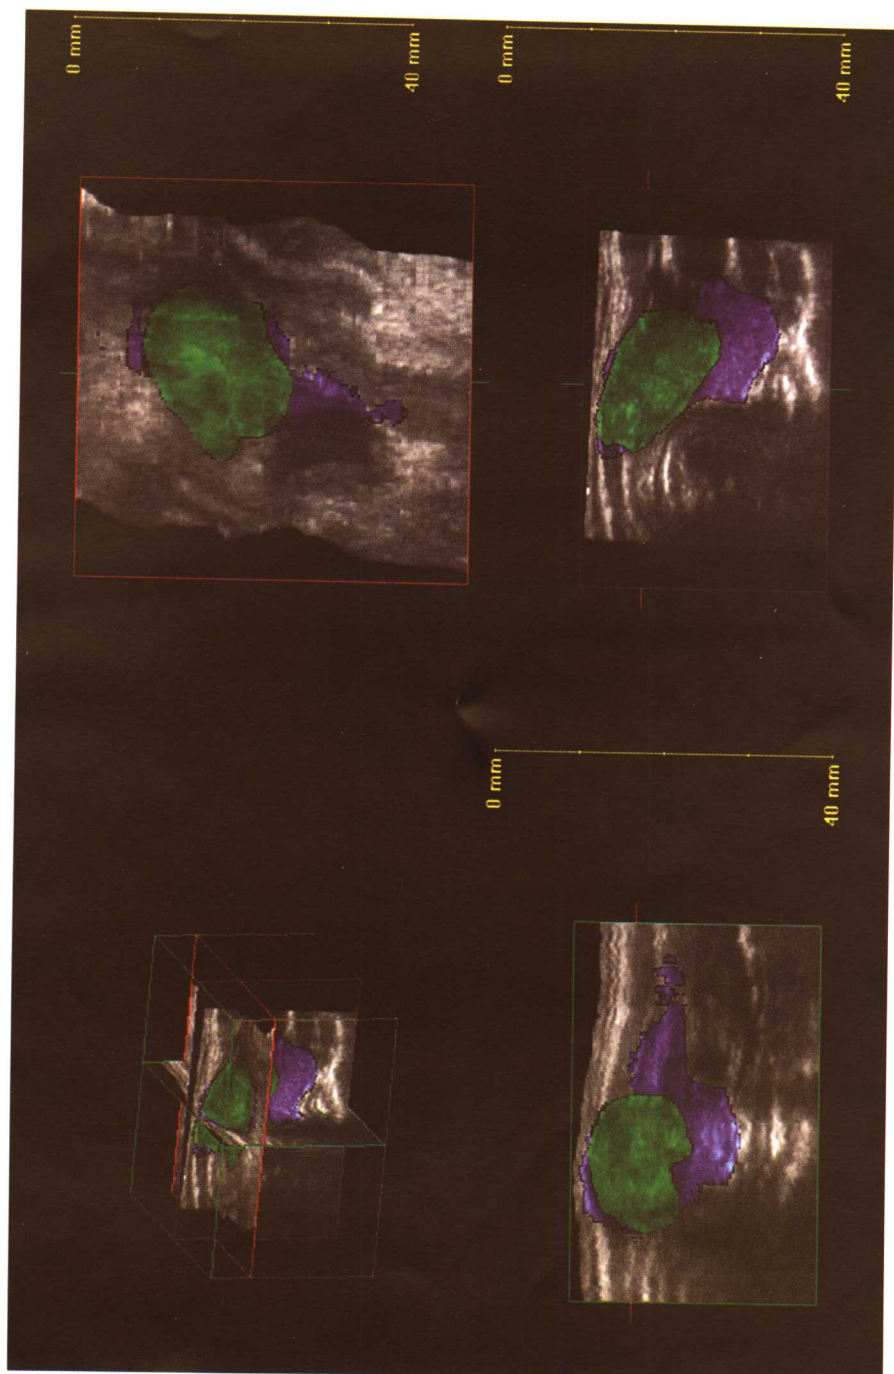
左叶甲状腺乳头状癌患者的三维超声层面
